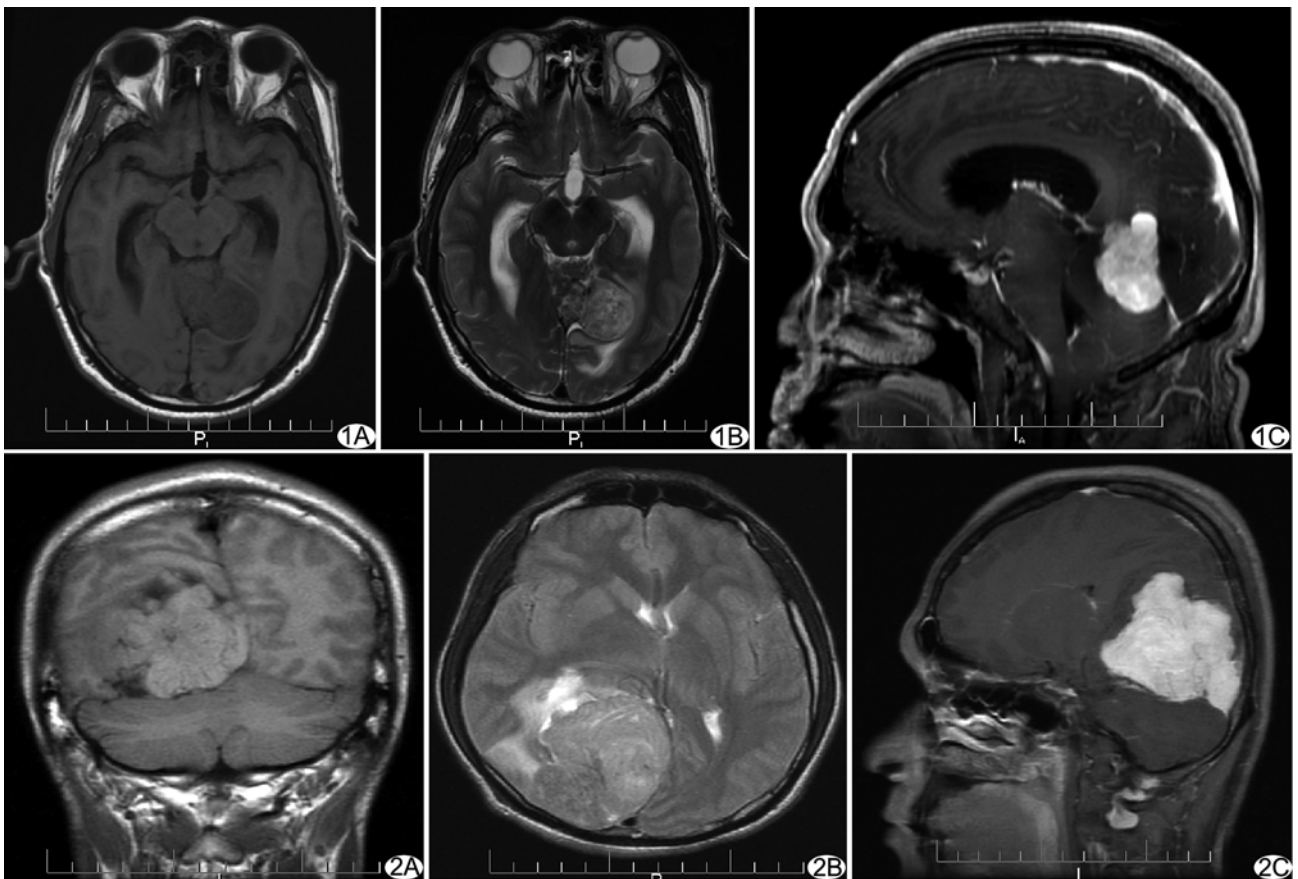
HPC 跨小脑幕上下生长 A. FLAIR T1WI 肿瘤以等 T1 信号为主,内见多发点状稍长 T1 信号; B. T2WI 示肿瘤呈稍长 T2 信号,内见多发点状更长 T2 信号囊变区,病灶边缘清晰,周围见长 T2 信号水肿; C. 矢状位增强扫描示病灶明显强化 图 2 HPC 位于右侧顶枕部,呈分叶状,见“皮质塌陷征” A. FLAIR T1WI 肿瘤呈等 T1 信号,内见片状长 T1 信号,边缘较清,病灶周围见流空血管影; B. T2WI 示病灶以稍长 T2 信号为主,内见条片状长 T2 信号,病灶周围见长 T2 信号水肿带; C. 矢状位增强扫描示病灶明显强化,可见“脑膜尾征”
